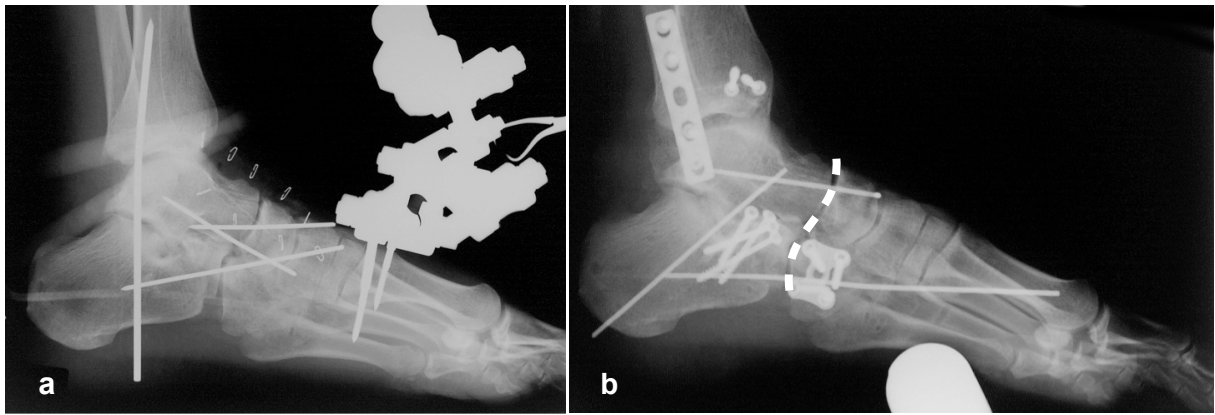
Nach notfallmäßiger offener Reposition und Retention im Fixateur externe und mit K-Drähten (a) wurde der Patient im Rahmen der definitiven Operation mit K-Drähten, Schrauben- und Plattenosteosynthesen versorgt (b). Die Cyma-Linie (weiße gestrichelte Linie) erscheint im Röntgenbild oben rechts harmonisch geschwungen, die Achsen verlaufen regelrecht.
